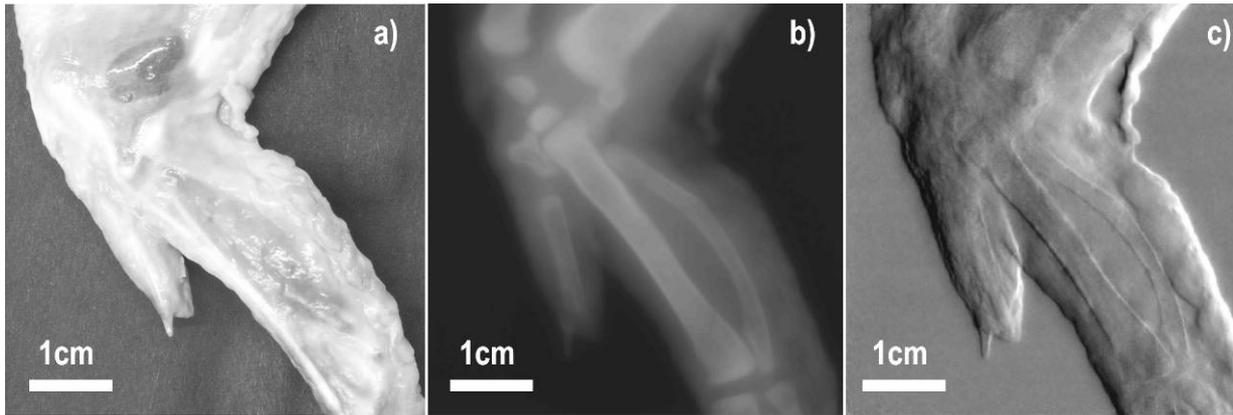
a) Foto eines Hühnerflügels, b) herkömmliche Radiographie und c) Phasenkontrastabbildung.
